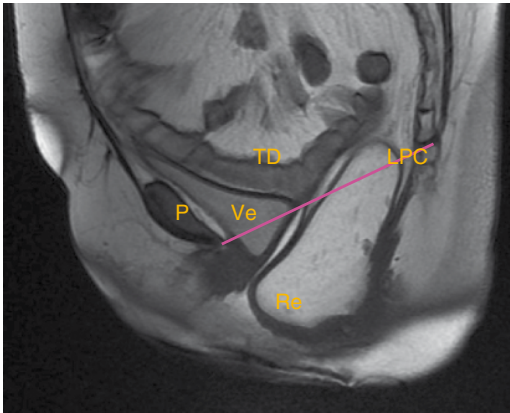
Rectocèle en IRM dynamique.
